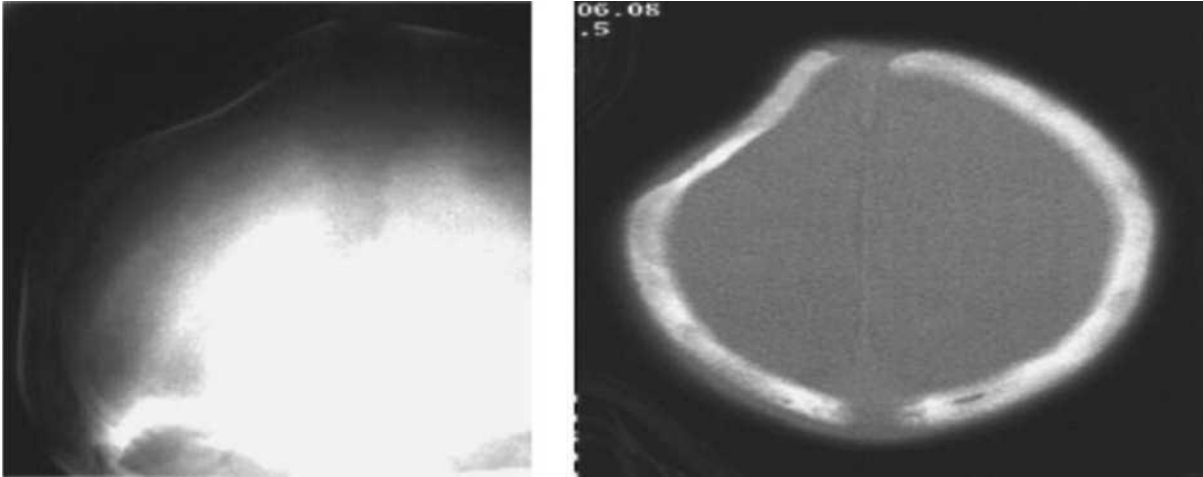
Sugar cu fractură și depresiune, radiografii în stânga și tomografie în dreapta.
